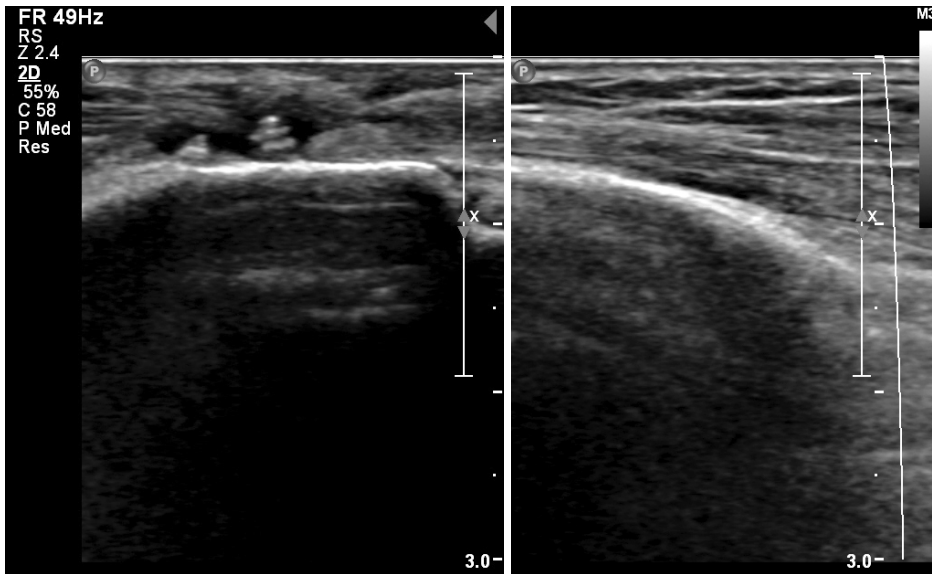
Preoperative ultrasonography shows protruding screw tips and discontinuity of extensor pollicis longus tendon at distal forearm region.
